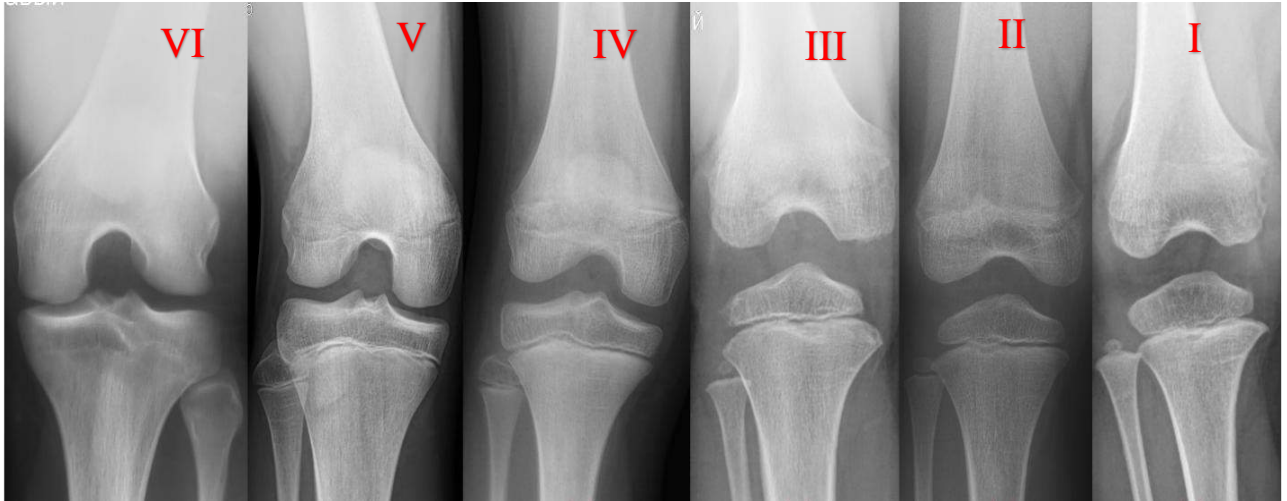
Фотовідбитки рентгенограм здорових КС за віковими категоріями: VI (15–18р.), V (12–14р.), IV (8–11р.), III (6–7 р.), II (3,5–5р.), I (2–3р.)
